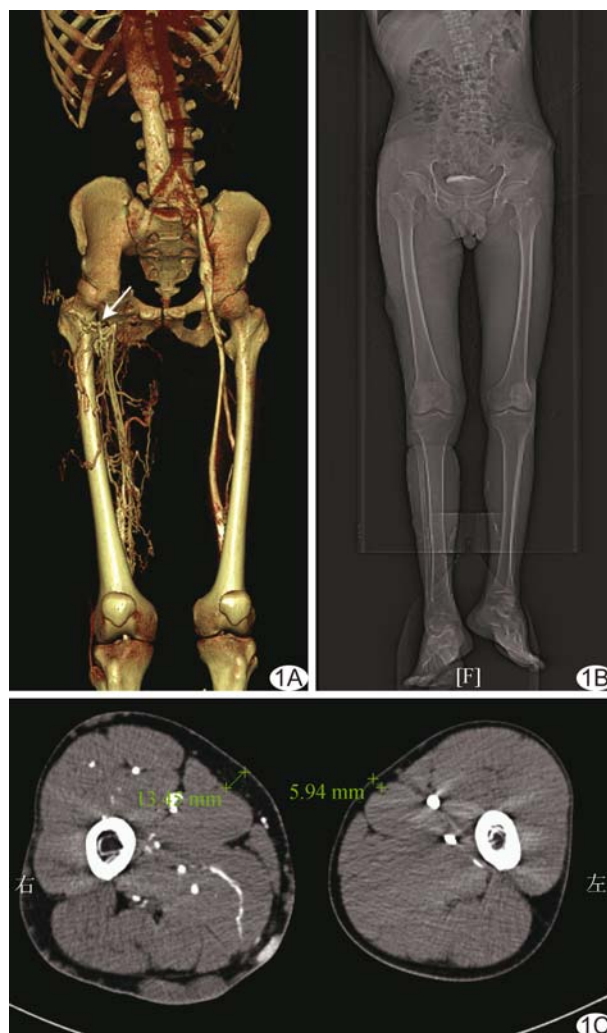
Klippel-Trenaunay 综合征 A. CTV VR 图像示右下肢静脉迂曲、扩张伴大量侧支循环形成(箭); 右侧髂外、髂总静脉狭窄闭塞; B. CT 定位相示患者右下肢较左下肢增长, 脊柱侧弯畸形; C. 轴位 CT 图像示右下肢增粗, 皮下脂肪增厚, 骨质未见异常改变
